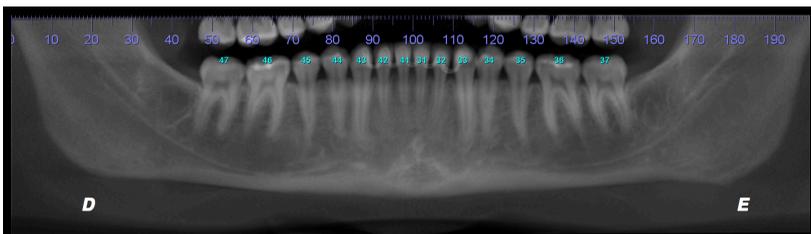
Tomografia computadorizada da mandíbula: imagem da reconstrução panorâmica da mandíbula. Não se observam alterações de densidade na região dos dentes 45, 46 e 47 nesta visão.
